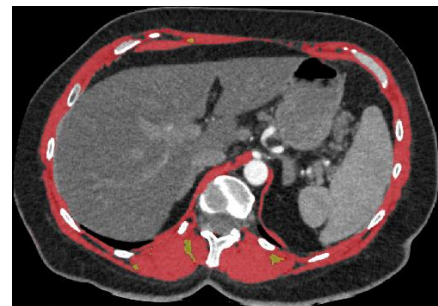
Coupe TDM passant par T12 après analyse par le logiciel. Les muscles squelettiques apparaissent en rouge, la graisse intramusculaire en jaune.
